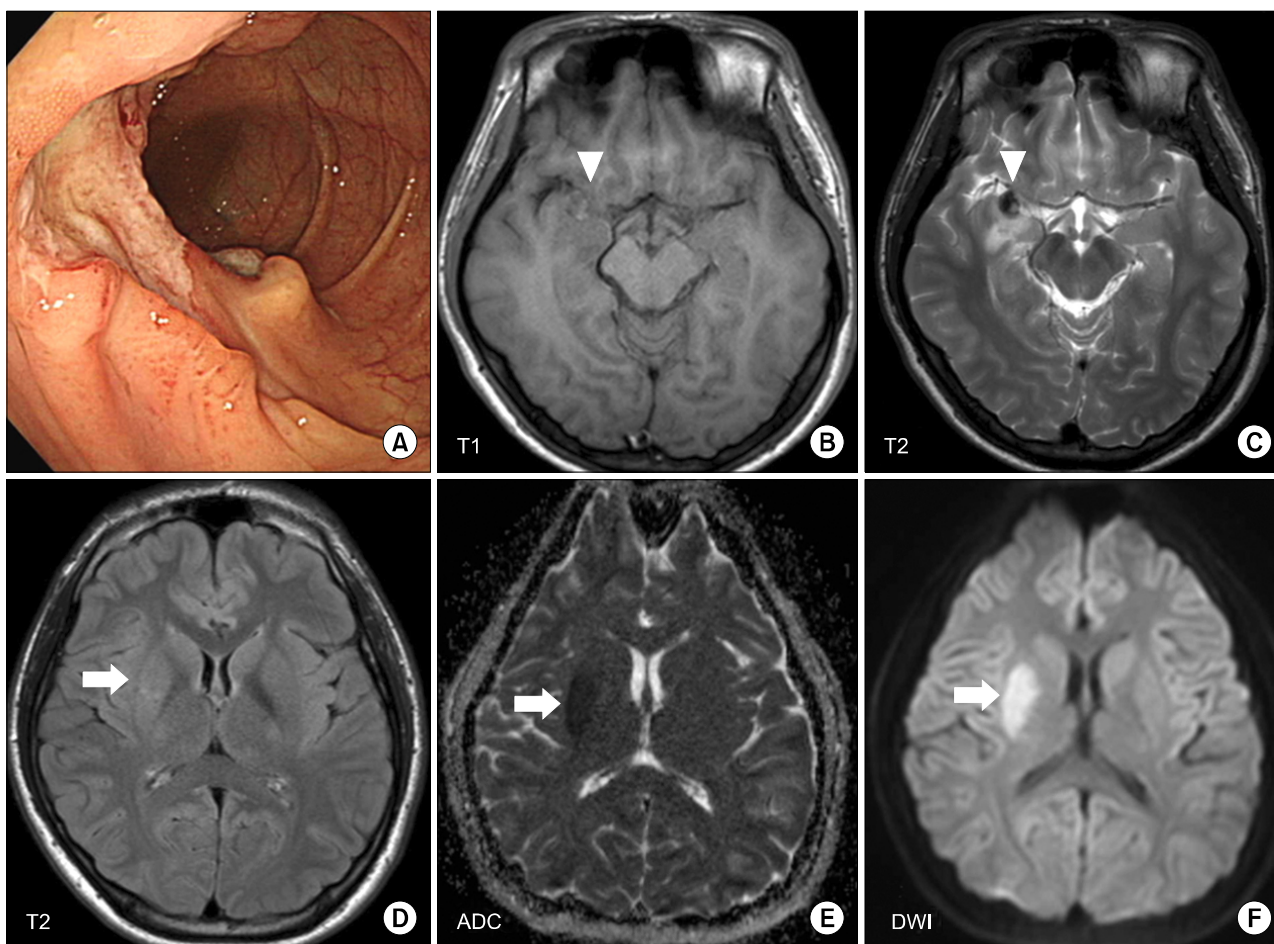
Colonoscopic findings and brain magnetic resonance imaging (MRI) scan images. Colonoscopy showed a large and deep ulcer with a discrete margin in the ileocecal area (A). Acute intracerebral hemorrhage (arrow heads) was visualized in the right temporal pole on axial T1-weighted (B) and T2-weighted (C) scans. An acute infarct in the right basal ganglia (arrows) was clearly identified on axial T2-weighted (D), apparent diffusion coefficient (ADC) (E), and diffusion weighted imaging (DWI) (F) MRI scans.
